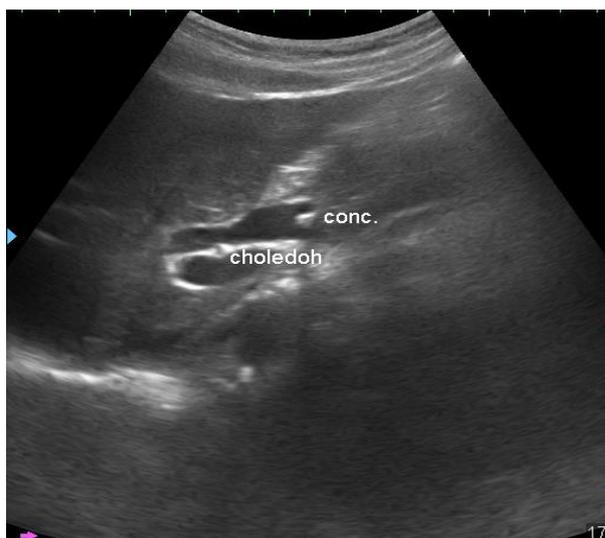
УЗИ. Холедохолитиаз
